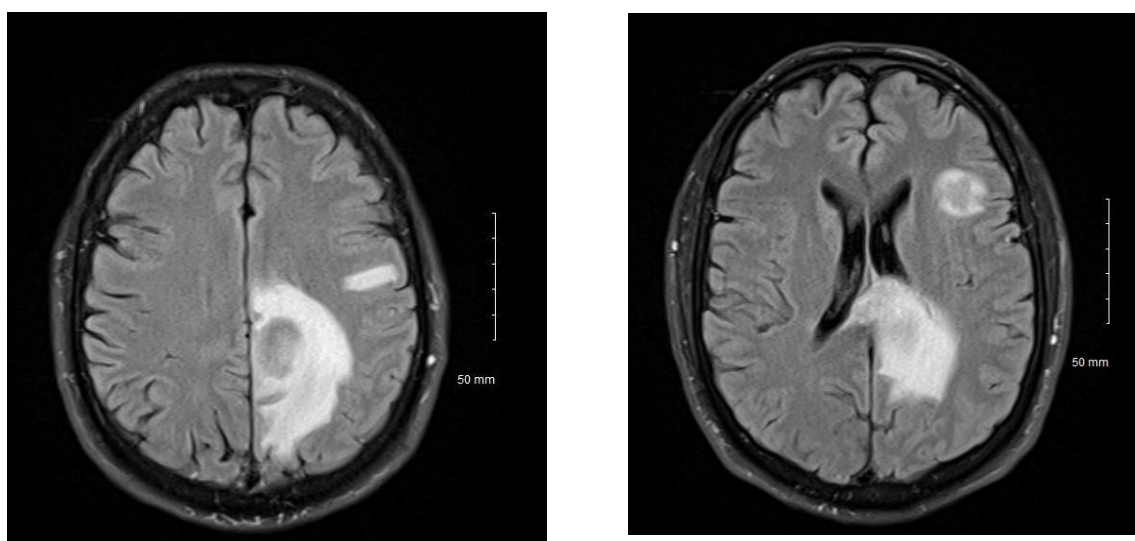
IRM axiale FLAIR montrant deux lésions au niveau de l'hémisphère gauche
